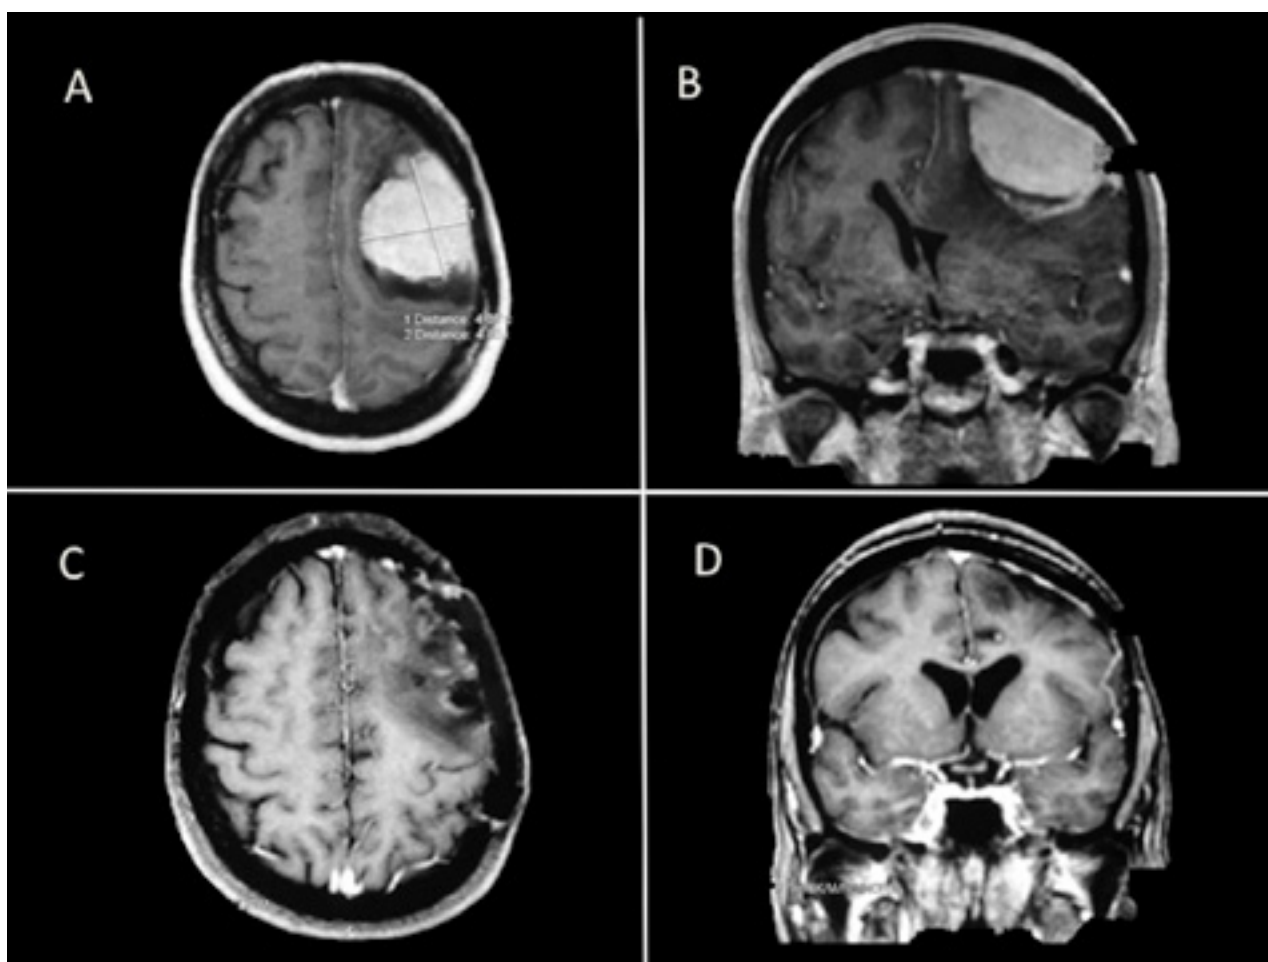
A-B) RM secuencia T1 con contraste corte axial (A) y coronal (B) en donde se observa lesión tumoral extraaxial con implantación meningeal en la convexidad precentral izquierda que capta intensamente el contraste endovenoso. C-D) RM secuencia T1 con contraste donde se constata exéresis tumoral grado I de Simpson.
